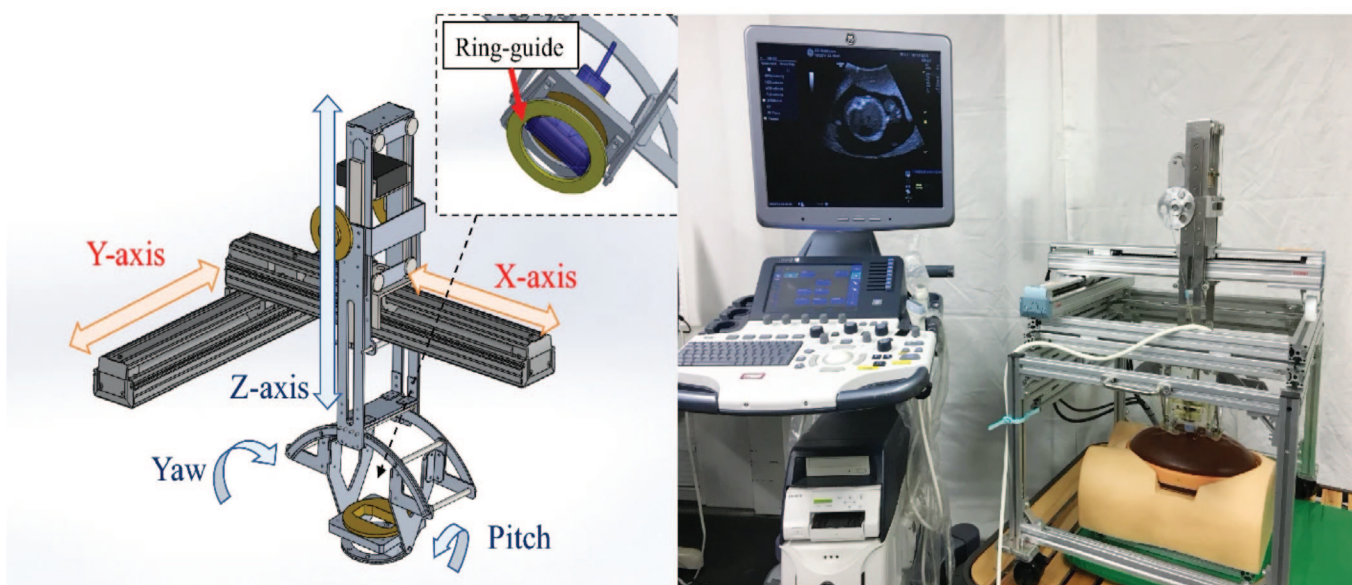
Ультразвуковая платформа для пренатальной диагностики. Y-axis – Y-ось. X-axis – X-ось. Z-axis – Z-ось. Yaw – ось рыскания (вертикальная ось). Pitch – ось тангажа (поперечная ось). Ring guide - датчик УЗИ под контролем кольца [14]
